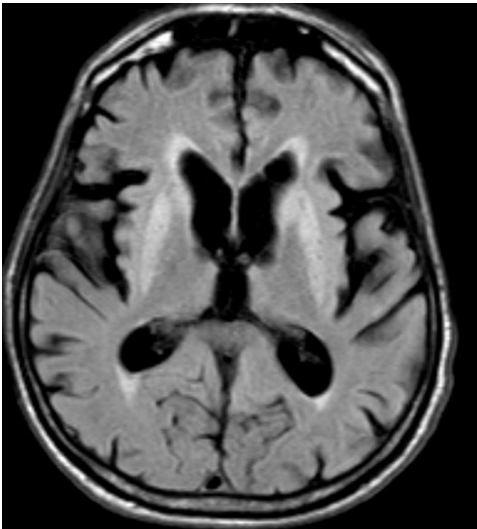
Hyperintense Basalganglien bei sCJD in der FLAIR-Wichtung des MRT (gemeinsame Abbildung der Prionforschung Göttingen)
